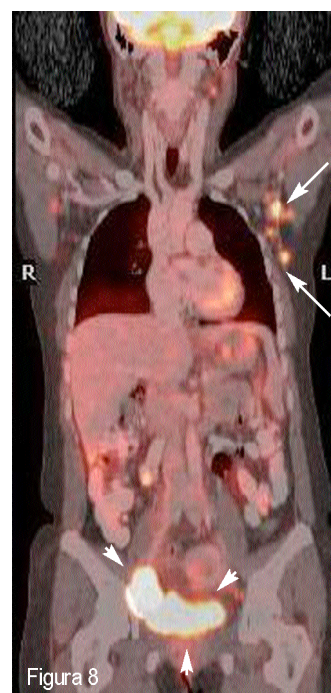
PET/TC DA coronal de paciente con LDCGB (ID 20) en la estadificación inicial. Se observan adenopatías hipercaptantes axilares izquierdas (flechas), de etiología tuberculosa. En región iliaca derecha se aprecia un foco de hipercaptación en relación con conglomerado adenopático (puntas de flecha), que en este caso fue de etiología linfomatosa confirmada en la biopsia. Nótese cómo no se puede diferenciar visualmente en base a la captación de ^{18}F FDG entre las adenopatías infecciosas y las tumorales.
